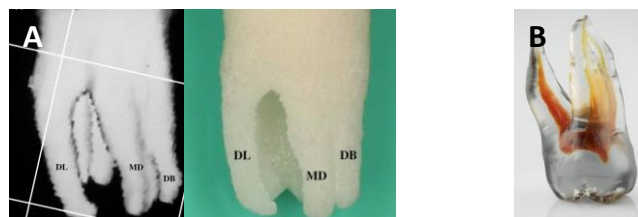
reproduction d'une dent par impression 3D. A (70) : image CBCT (gauche), prototype d'une dent (droite) ; B (image DELendo) : TrueTooth.
